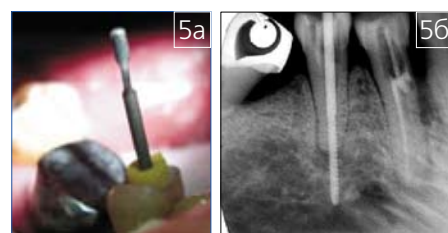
а – Установленный ТДИ в зубе 4.5 б – Рентгенограмма зуба 4.5
